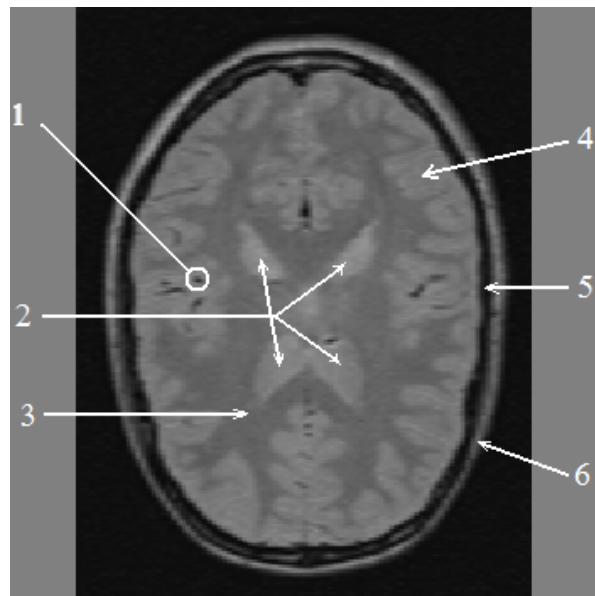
De forskellige lag af hjernen i et MRI-volumen.
